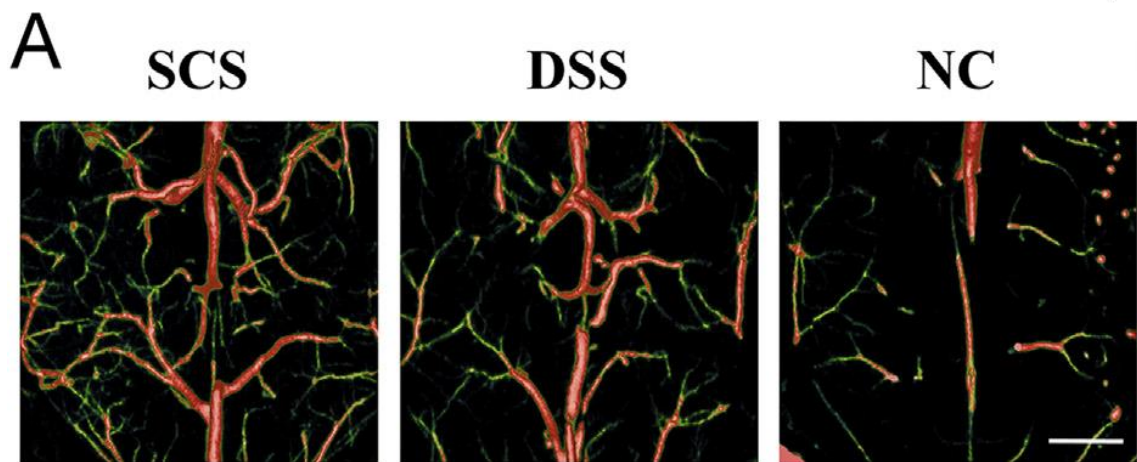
Microfil 血管灌注实验的 Micro-CT 扫描结果
